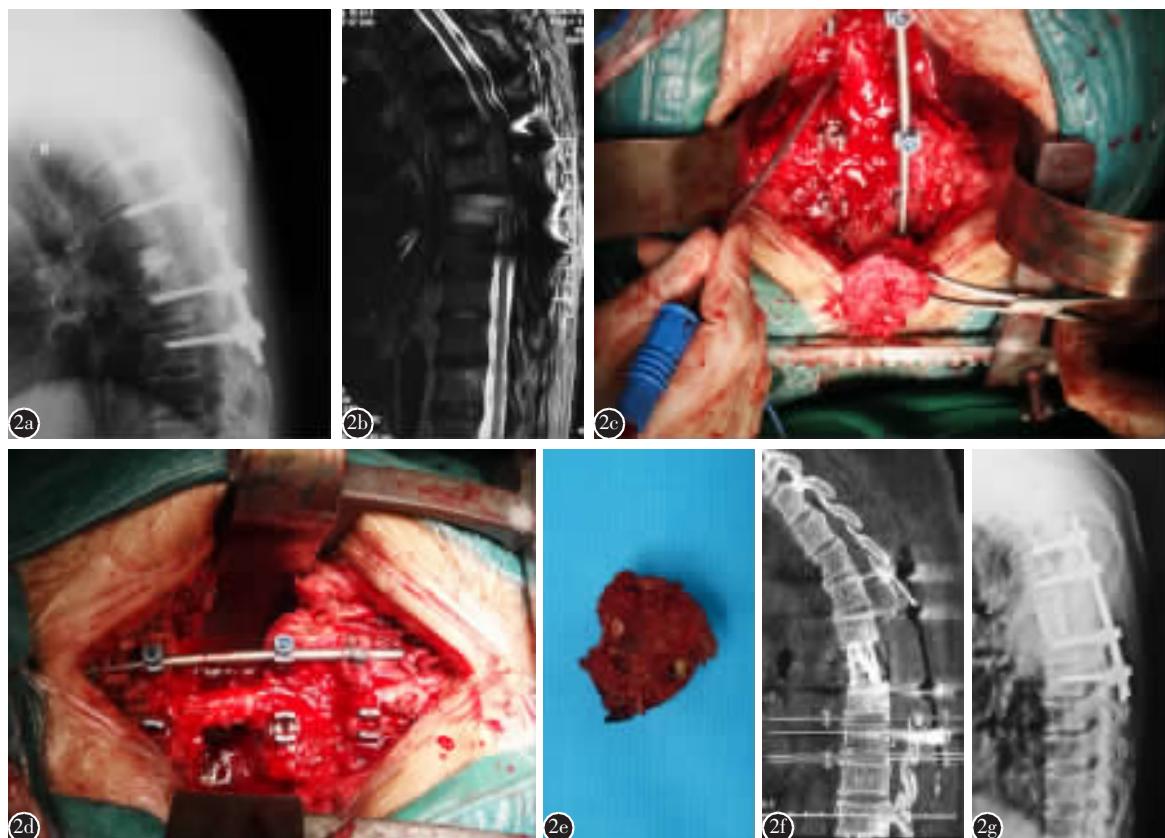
患者,男性,61岁,前列腺癌 T6 椎体转移 a PVP 术后侧位 X 线片示 T6 椎体处可见骨水泥植入,T4~T8 行椎弓根钉内固定 b 单纯后路减压术后 MRI 示 T6 异常信号,提示肿瘤局部复发,脊髓受压 c~e 全脊椎切除术中大体像(c 给予钉棒固定后取出肿瘤组织;d 可见脊髓显露,肿瘤组织被完整取出;e 为取出的大体肿瘤标本) f 全脊椎切除术后 1 个月矢状位 CT 示 T6 处钛网自体骨置入,未出现脱落或下沉情况 g 全脊椎切除术后 1 个月侧位 X 线片示 T6 处钛网自体骨置入,未出现脱落或下沉情况;T4~T8 行椎弓根钉内固定,未出现断钉或断棒情况
